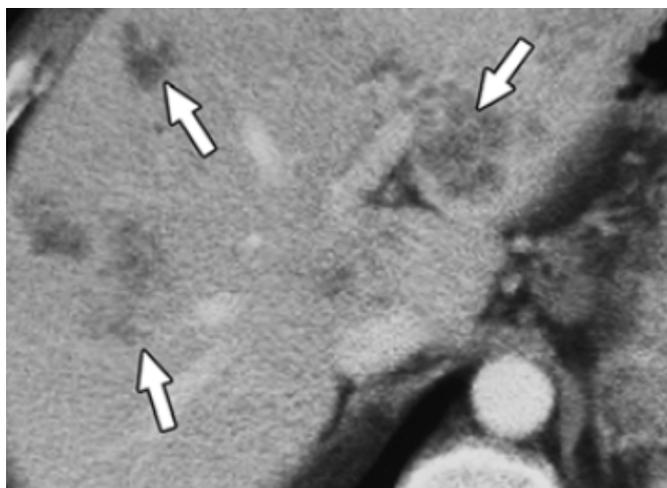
CT einer mit Fasciola hepatica befallenen Leber: es zeigen sich verschiedengrosse dichtegeminderte Knötchen und gangartige Strukturen (Wanderungswege).
